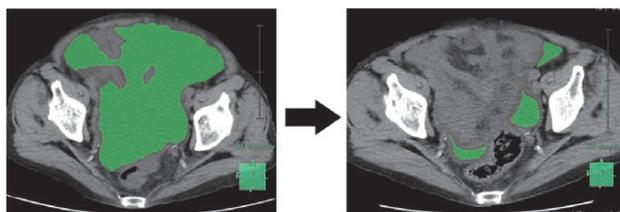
症例5のTLV投与前後でのCT画像比較。TLV投与による体重変化に乏しかったが腹水は大きく減少している。
